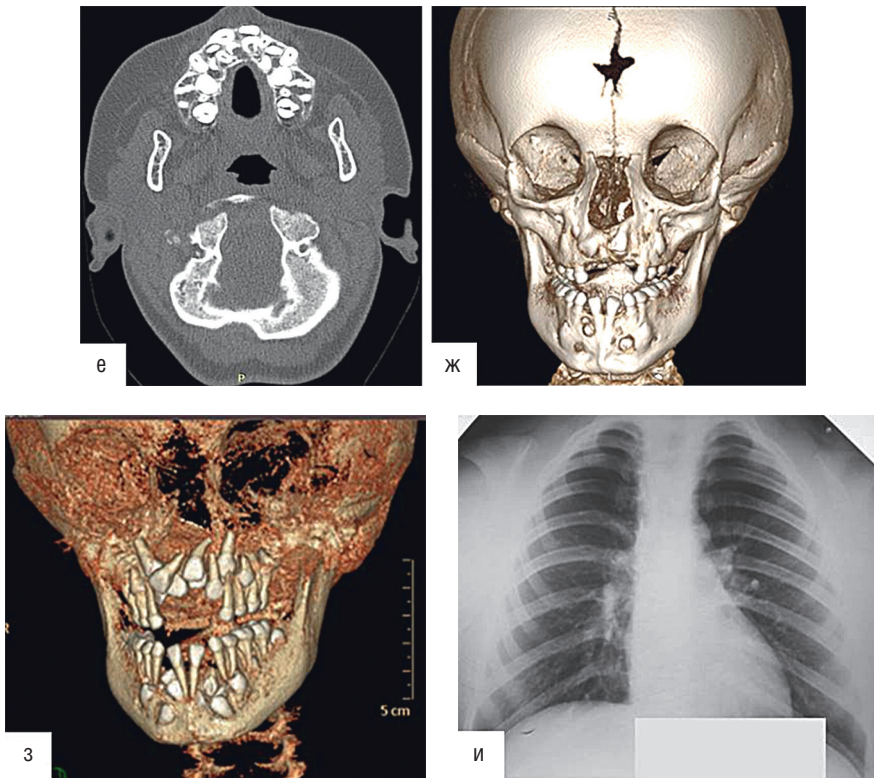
Окончание. Ребенок с черепно-ключичным дизостозом: г — ортопантограмма — визуализируются сверхкомплектные зубы на верхней и нижней челюстях; д — компьютерная томограмма в 3D-реконструкции того же больного, отмечаются аплазия правой ключицы и гипоплазия левой ключицы, деформация мозгового и лицевого отделов черепа
